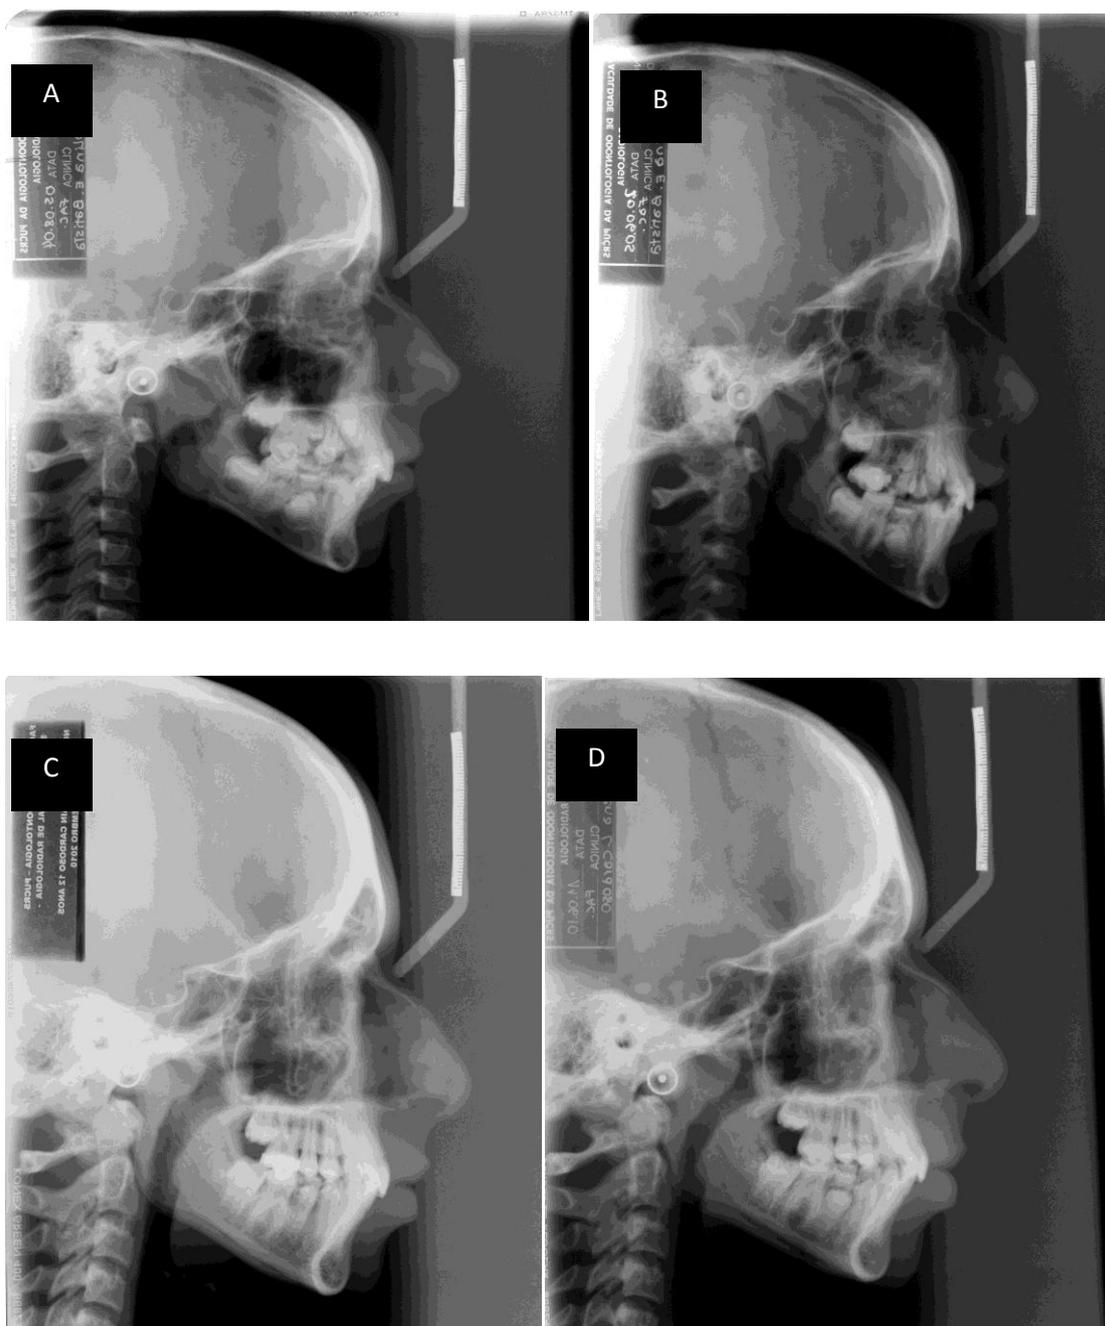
(A) Telerradiografia lateral de profil em T1 Grupo1; (B) Telerradiografia lateral de perfil em T2 Grupo1; (C) Telerradiografia lateral de perfil em T1 Grupo2; (D) Telerradiografia lateral de perfil em T2 Grupo2.
